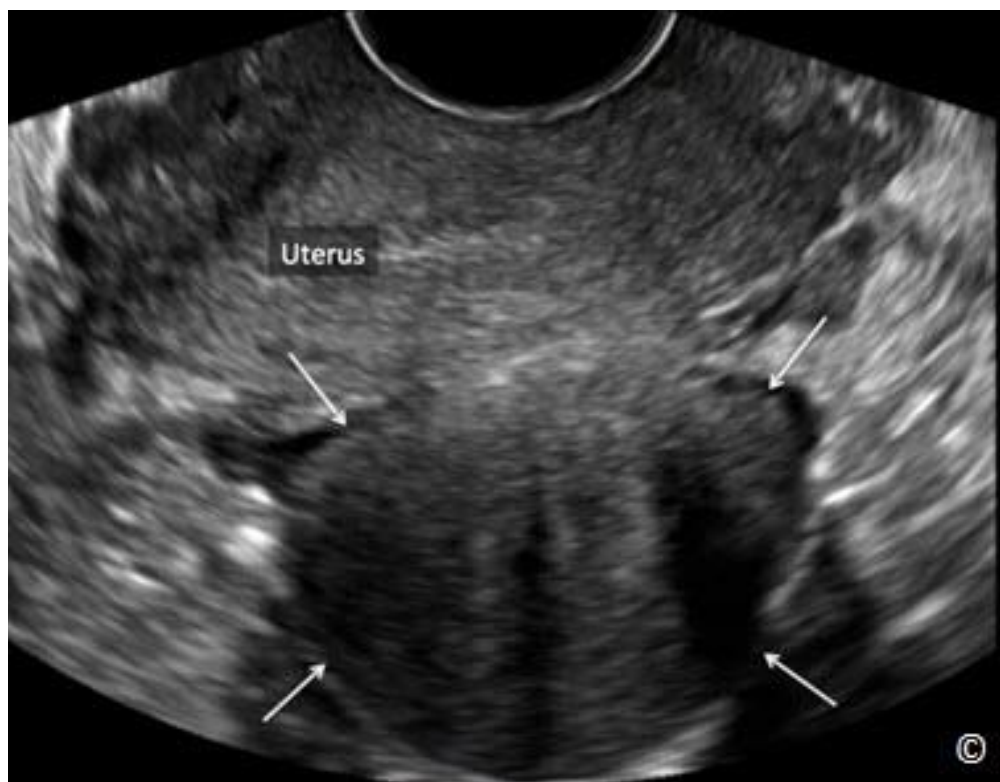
Transvaginální ultrazvukový snímek mediosagitální roviny dělohy znázorňující submukózní (intrakavitární) leiomyom (šipky). Pro lepší orientaci na snímku je označeno děložní dno. Sonografické charakteristiky jsou uvedeny v Tabulce 11.6. Snímek poskytl Dr. Bernard Benoit.
